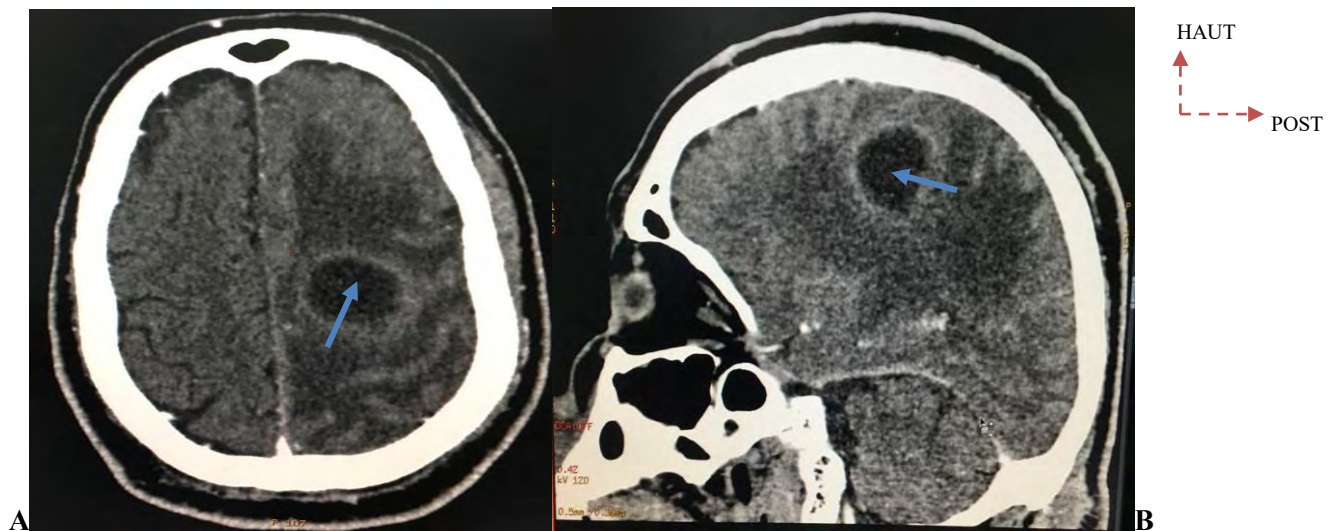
TDM cérébrale avec injection de PDC en reconstruction axiale (A) et sagittale (B) mettant en évidence une plage d'hypodensité liquidienne sous corticale, fronto pariétale gauche, avec prise de contraste annulaire cernée par un important œdème péri lésionnel évoquant une métastase cérébrale chez un patient de 70 ans reçu pour bilan d'extension d'un mélanome de la jambe.
